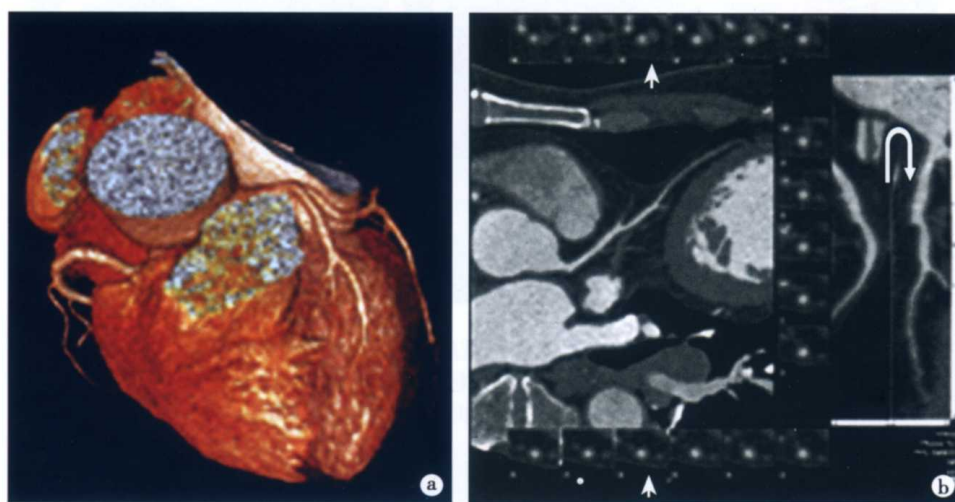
正常冠状动脉表现(CTA 检查)
